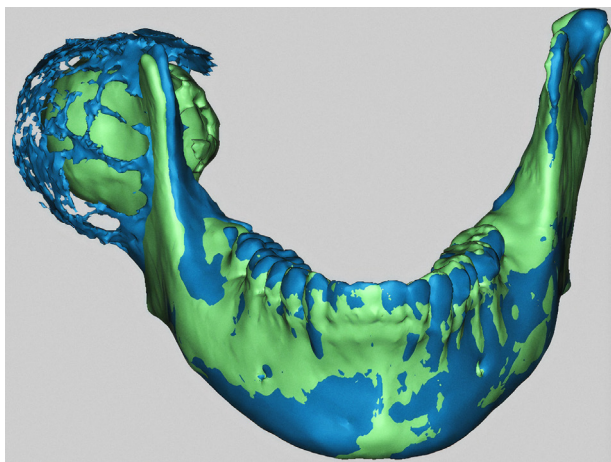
CBCT-scanninger er taget med 3 måneder imellem. Grøn viser tidligste scanning, mens blå markerer sen scanning.
